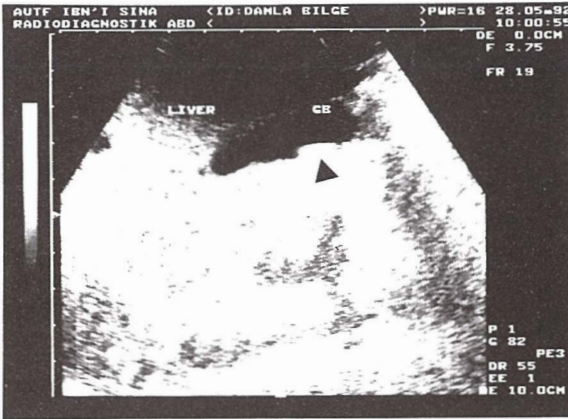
Olgunun 6 aylıkken çekilen ilk ultrasonografisinde safra kesesi taşı (ok).
